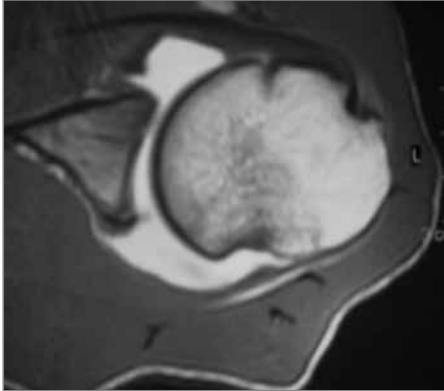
Hill-Sachs-Delle im Arthro-MRT und ventrale Kapsellabrumläsion
